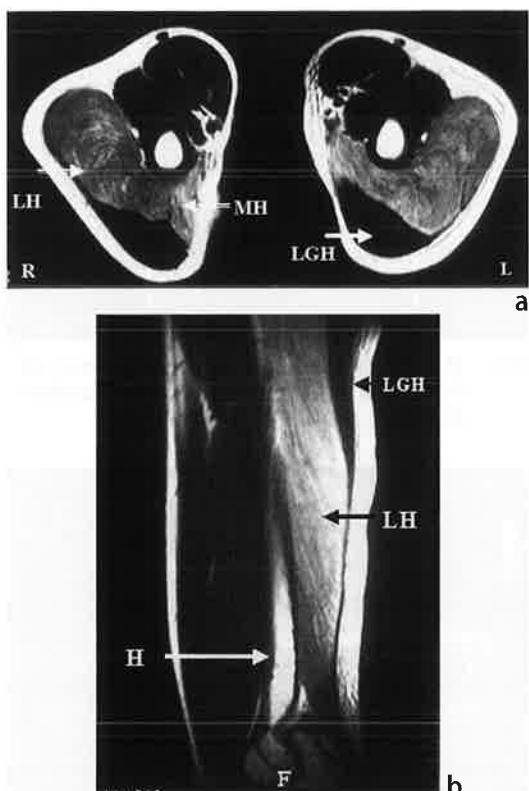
MRI Axial T2像。左右両側とも、Lateral Head (LH) とMedial Head (MH) の強い腫脹と高信号を認める。
